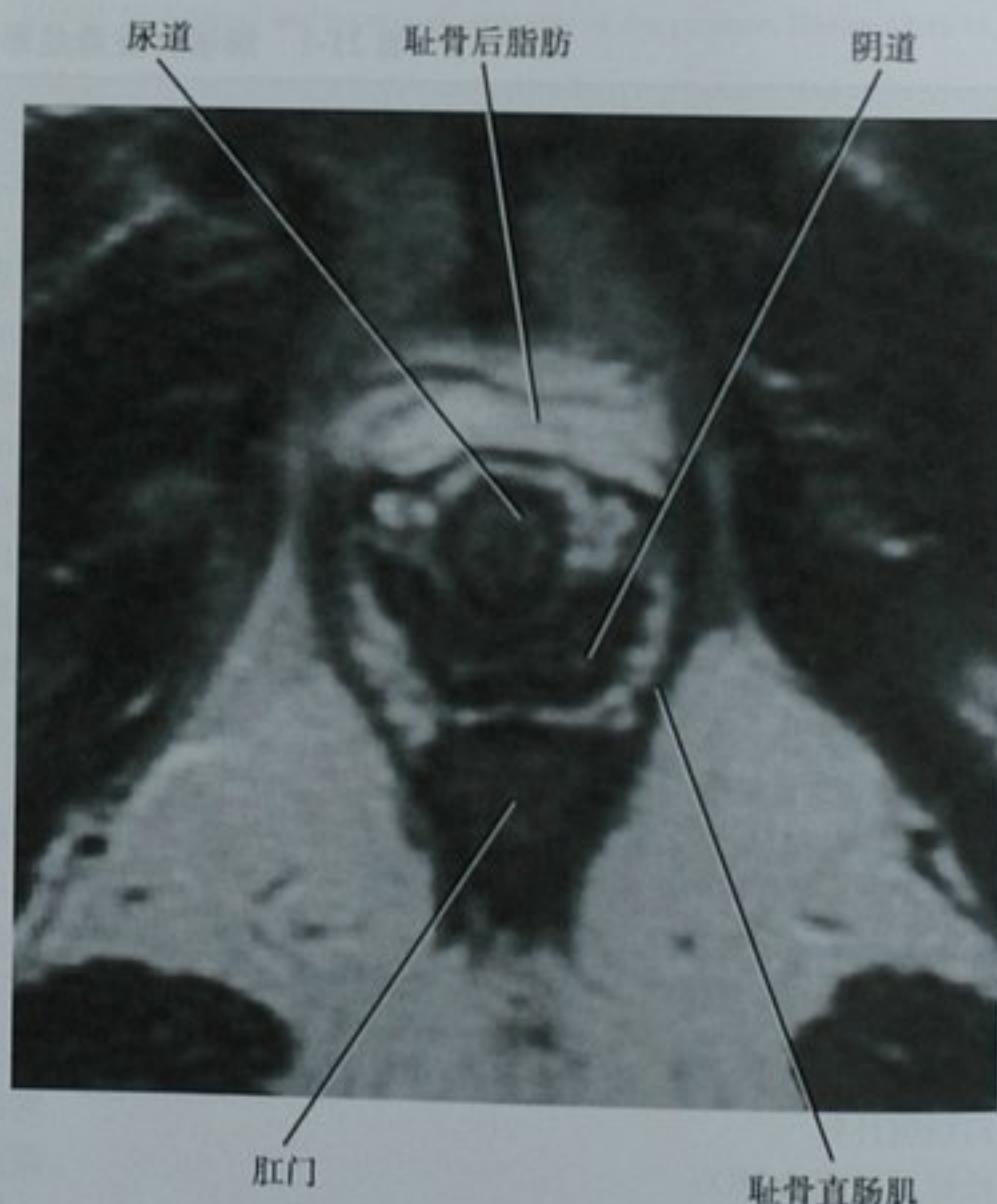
横断面MRI T2加权图像显示正常女性会阴横断面解剖。熟悉这些正常的结构是诊断尿道和阴道病变的关键
